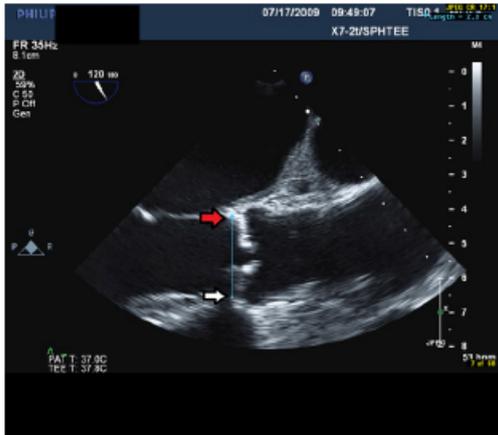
Two-dimensional midesophageal transesophageal echocardiographic long-axis image acquired at 120° plane rotation showing measurement of aortic annulus. It is important that the image be acquired perpendicular to the LVOT, aortic root, and ascending aorta. The annular diameter is measured from the insertion point of the base of the right coronary cusp (*white arrow*) to the base of the noncoronary cusp (*red arrow*).
